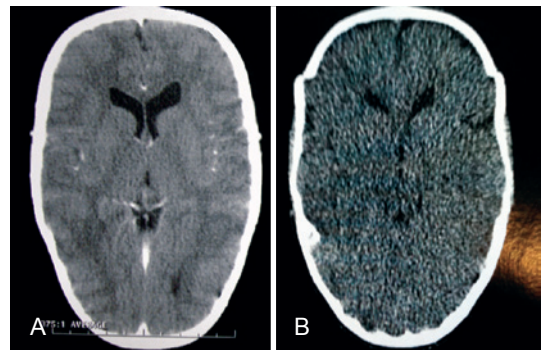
Escafocefalia. Em A e B, tomografia computadorizada de crânio pré-operatória do mesmo paciente da Figura 7, corte axial ao nível dos ventrículos laterais, observando-se alargamento de diâmetro látero-lateral e encurtamento ântero-posterior.
